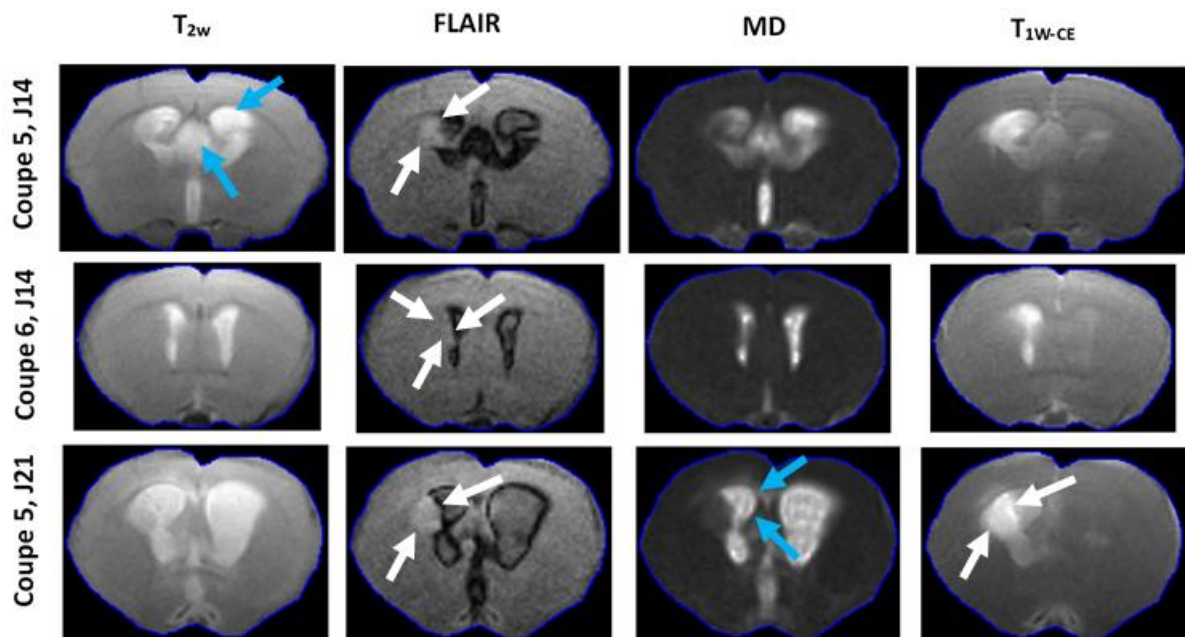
Exemple typique de l'avantage des images FLAIR pour la délinéation de la tumeur proche du LCR. Les flèches blanches indiquent une tumeur avec un signal anormal sur les images FLAIR, tandis que les flèches bleues indiquent un rehaussement du signal sur les autres techniques d'IRM reflétant le LCR.
